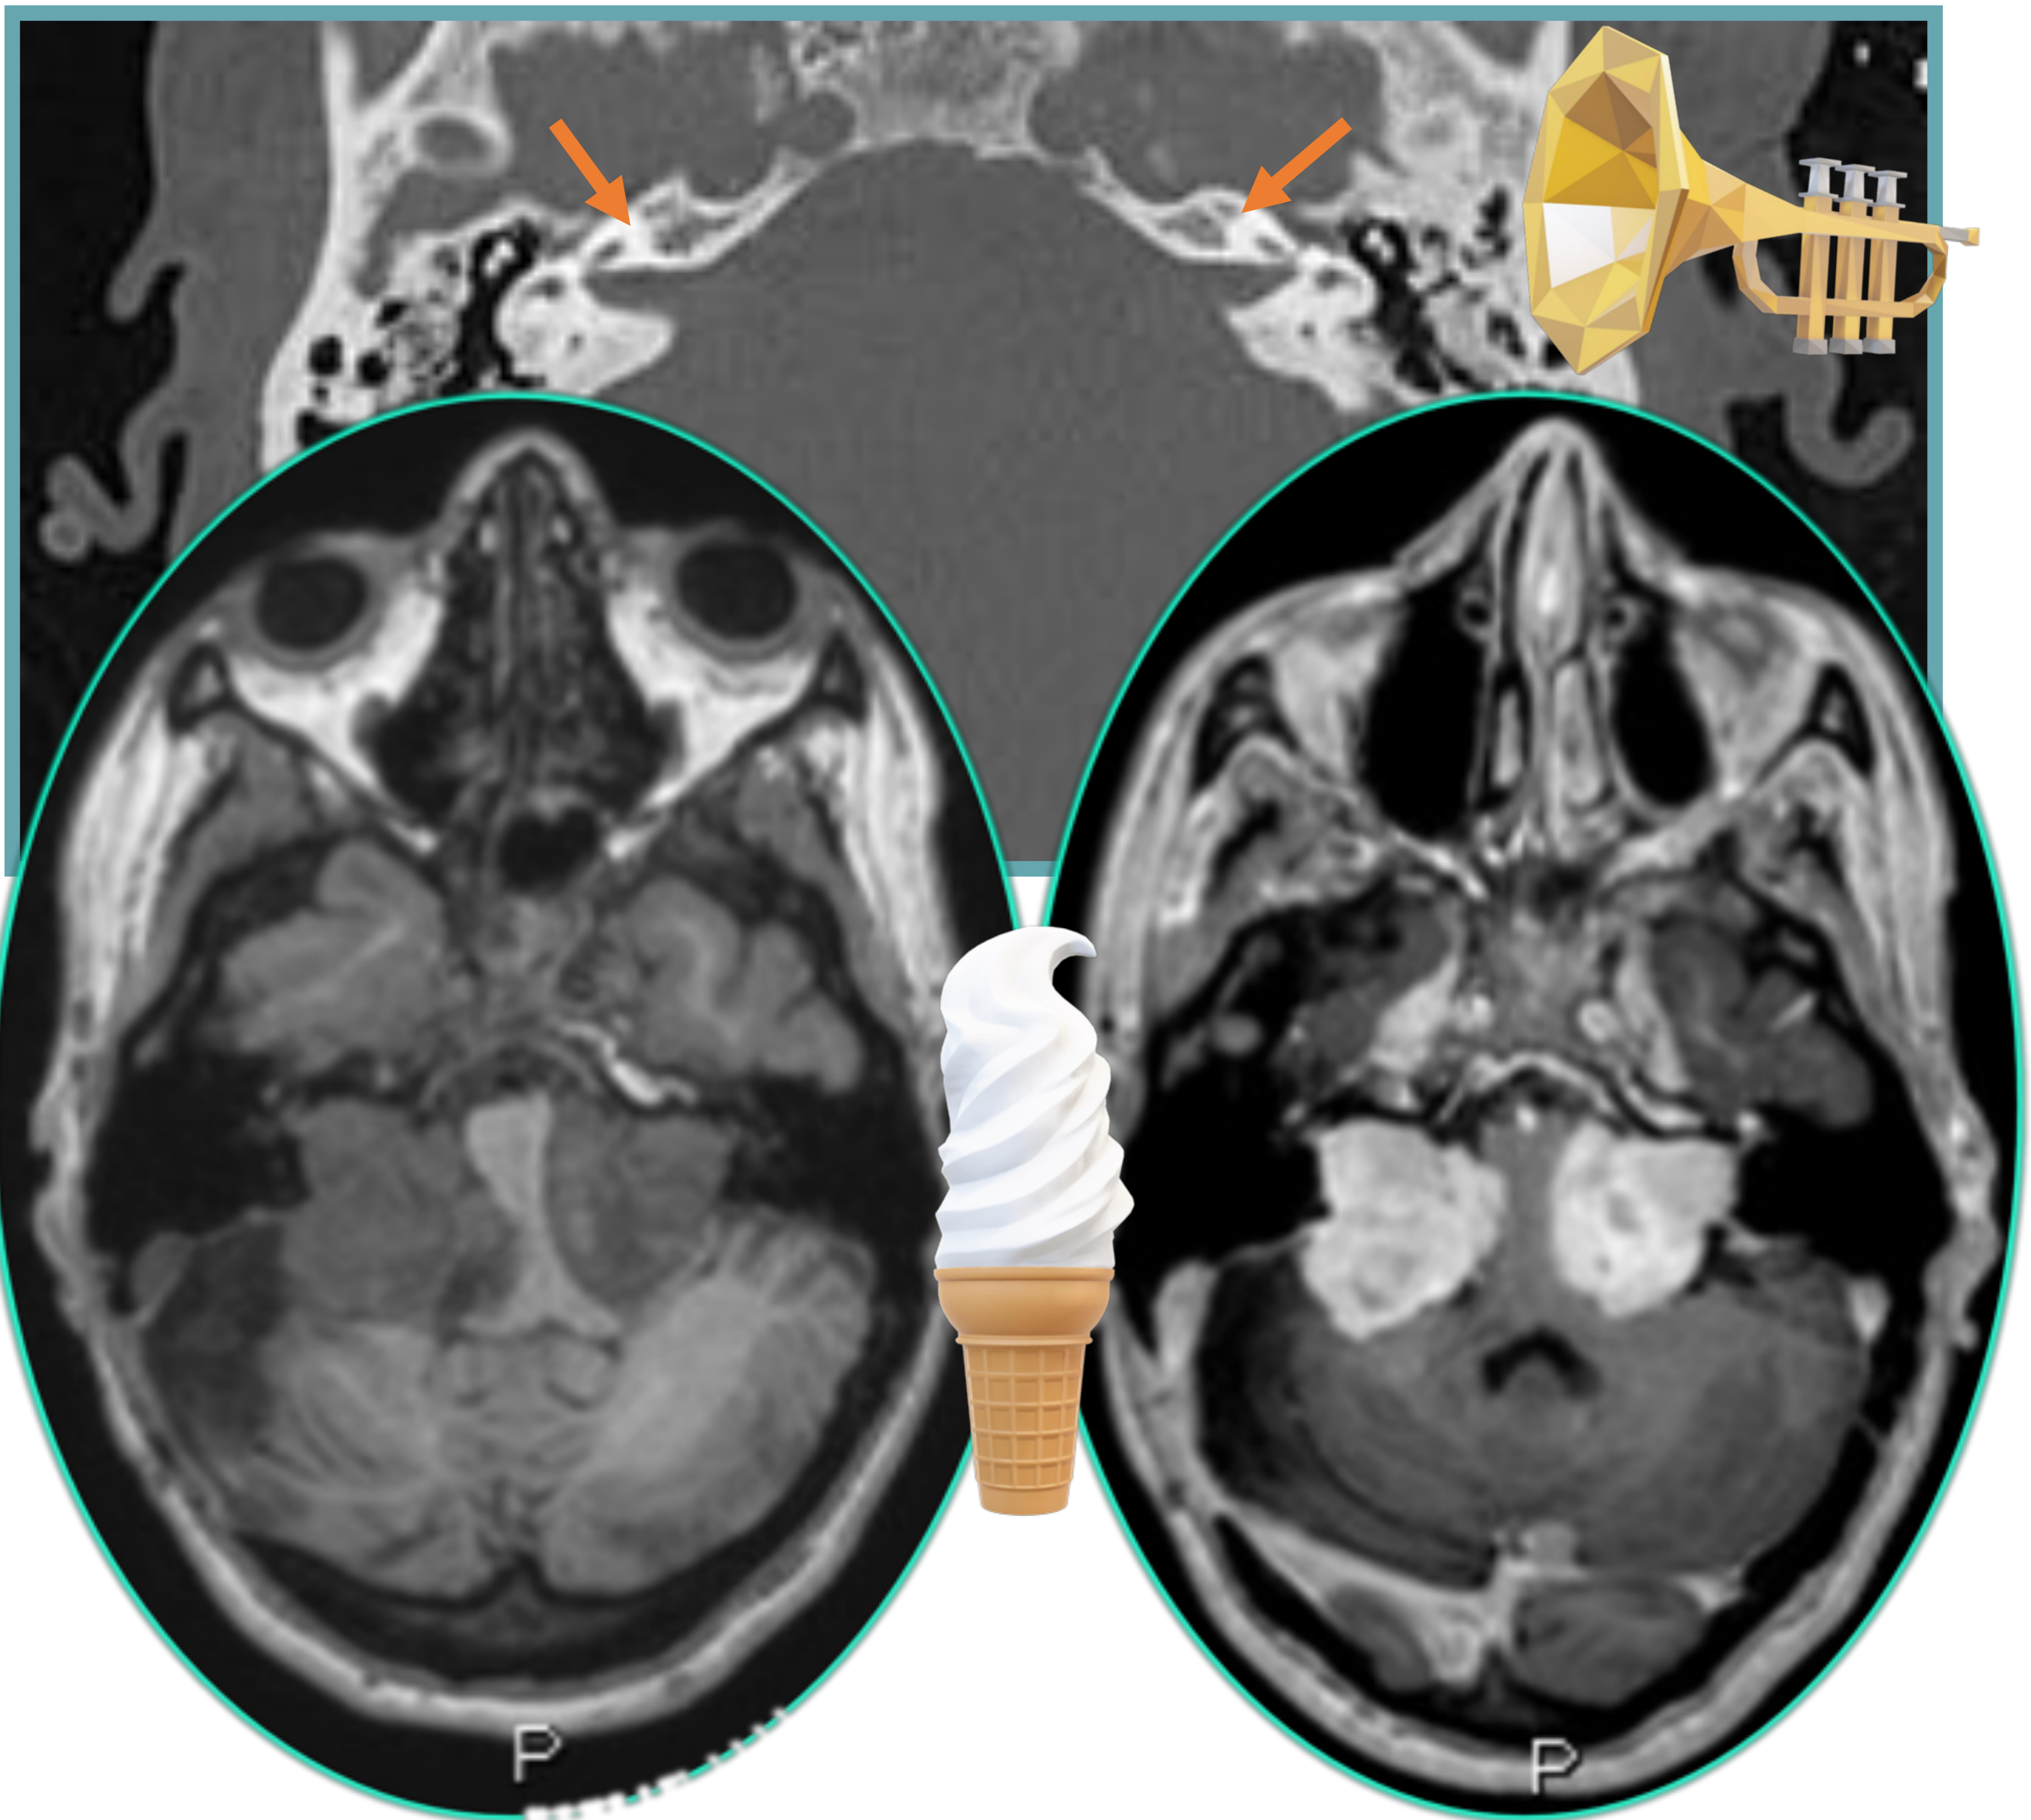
Schwannoma vestibular bilateral. Signo de la trompeta: ensanchamiento del CAI. Signo del cucurucho: componente intracanalicular (cucurucho) y componente del APC (bola de helado). *TC axial con ventana de hueso. Secuencia: axiales T1 SC y T1 C+*.
